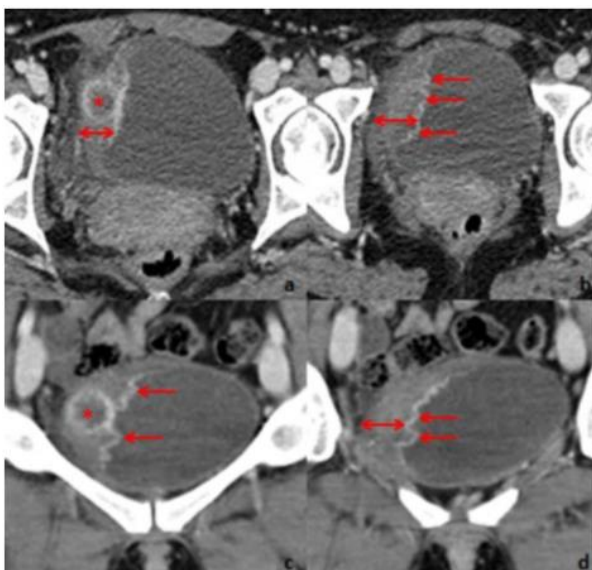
Imagem divulgada por Rosado, usando TC para complementação propedêutica de lesão grande, e heterogênea
